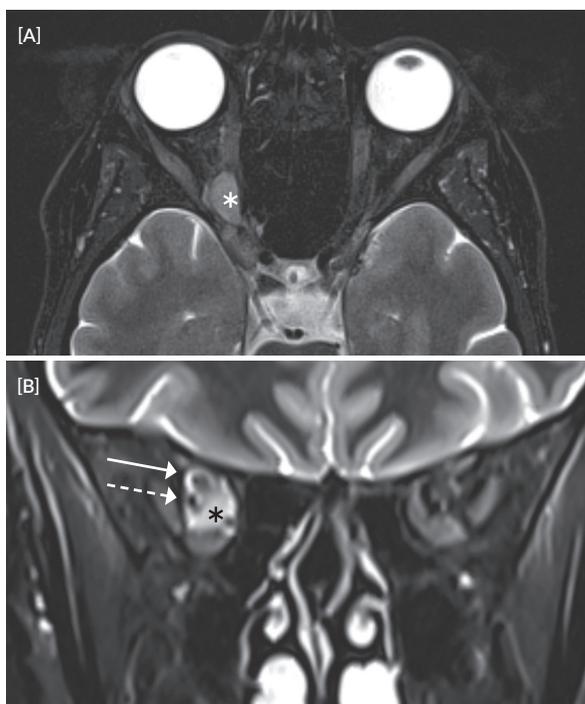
Ressonância magnética das órbitas. (A) corte axial em T1, mostrando tumor medial ao nervo ótico localizado no ápex da órbita direita (*). (B) corte coronal em T2, mostrando novamente o tumor apical (*), com edema da bainha do nervo (seta a cheio). Observa-se ainda a localização lateral da artéria oftálmica (seta a tracejado).
